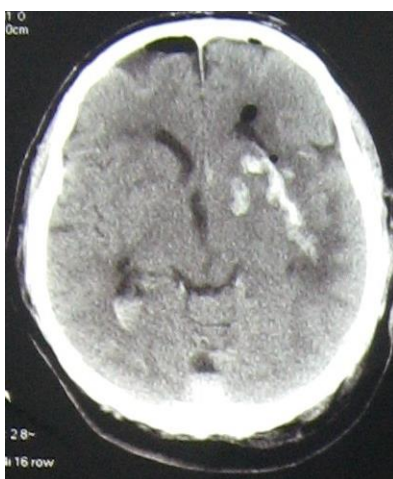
МСКТ-головного мозга (натив), аксиальный срез - пациент П. Первые сутки после операции. Гематома удалена (небольшие следы крови), дислокации срединных структур нет
